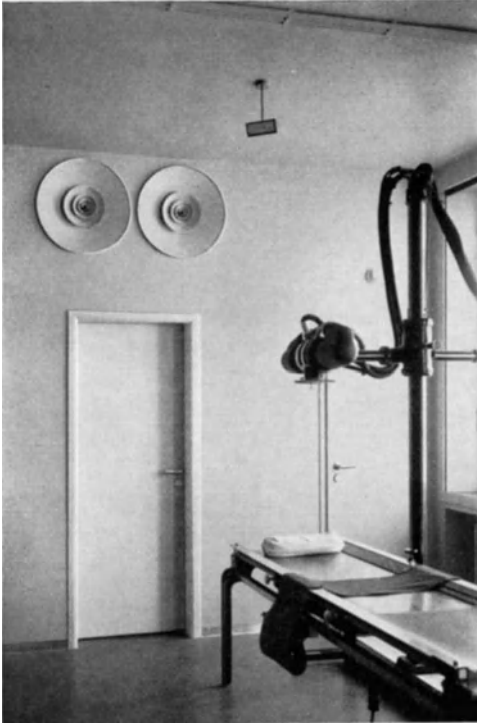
Über der Tür zwei Anemostaten zur Frischluftzuführung in einem Raum der Röntgenabteilung.
